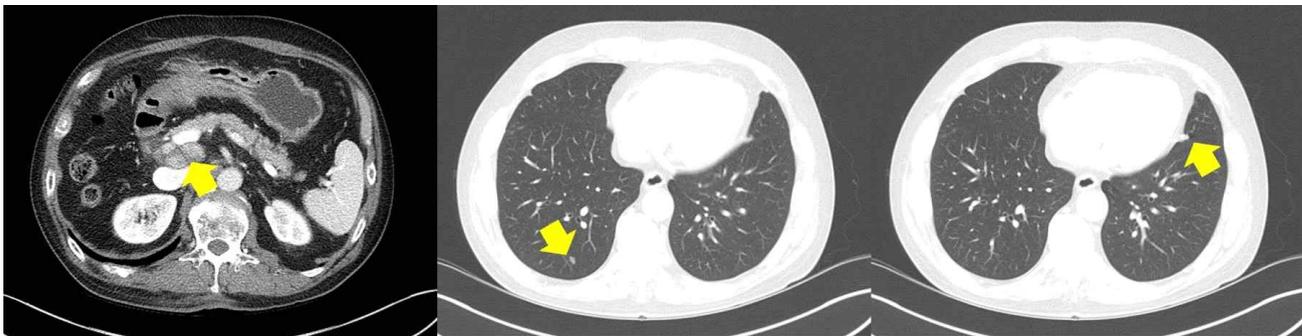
Regorafenib 사용 2개월 후 복부 및 흉부 전산화 단층 촬영. 복부에서 문맥 주변 임파선은 변화가 없었고, 폐 전이 병변은 감소되었다.
